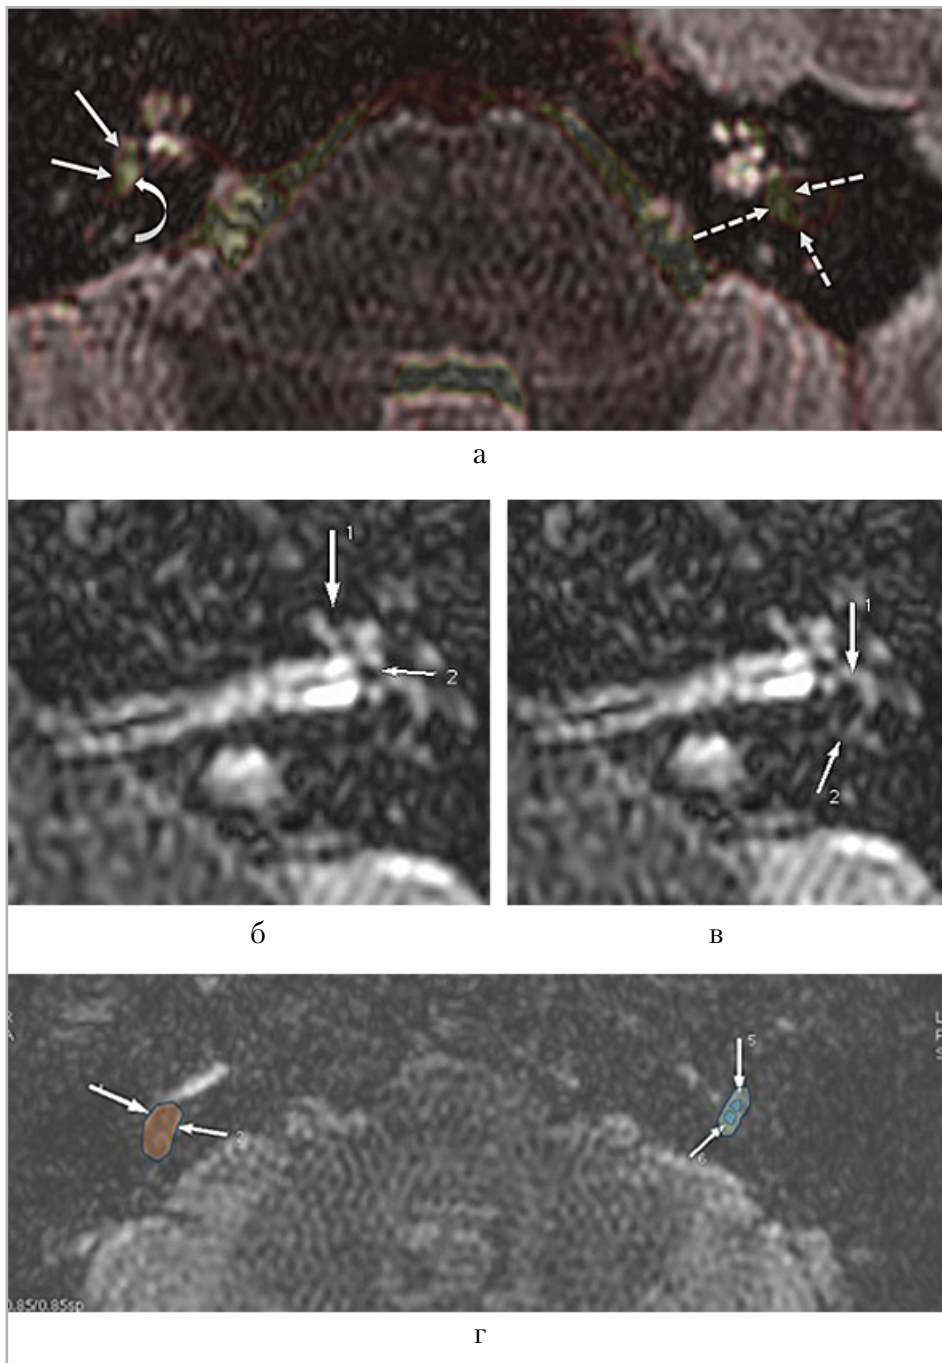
Исследование внутреннего уха с отсроченным контрастированием. *а* — объединенный вид, МРТ-изображения ИП FIESTA + 3D-FLAIR: справа неизмененные структуры преддверия (саккулярная и утрикулярная макулы, *сплошные стрелки*) видны на фоне контрастированной перилимфы (*изогнутая стрелка*) в виде отдельных округлых гипоинтенсивных структур; слева контрастированная перилимфа не прослеживается, мешочек и маточка сливаются в единую структуру и заполняют преддверие (*пунктирные стрелки*); *б* — кохлеарный гидропс: расширение не накапливающего контрастное вещество протока улитки (*1*) с сохранением вокруг него частей накопившей контрастное вещество перилимфы в scala vestibuli; *в* — вестибулярный гидропс: заполнение костного лабиринта расширенными эндолимфатическими пространствами (*2*), контрастированная перилимфа по периферии визуализируется в виде узкой гиперинтенсивной полоски (*1*); *г* — схематическое изображение сливающихся эндолимфатических пространств преддверия справа (*оранжевая зона*) и отдельная визуализация эндолимфатических пространств преддверия в норме слева (*голубые точки*)
